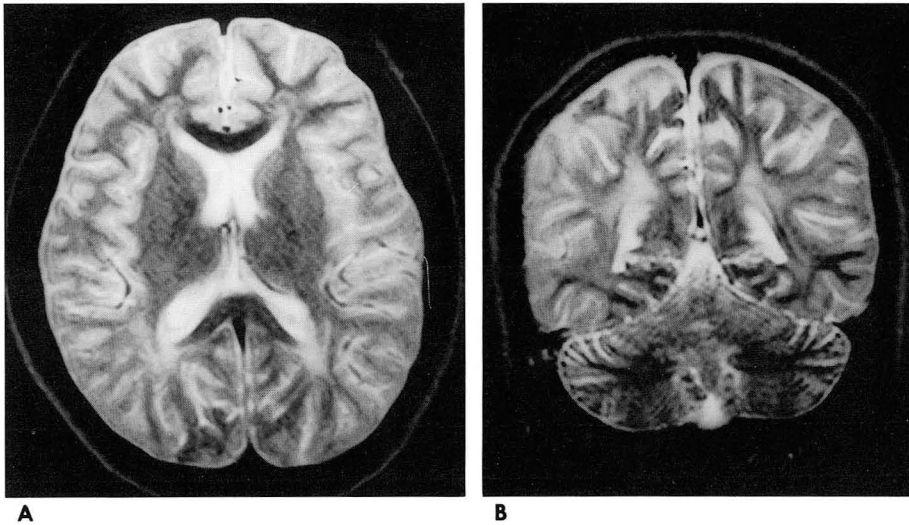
Classic PKU in a 15-years and 3 months-old-girl (case 7); T2-weighted spin echo(2500/100) axial (A) and coronal(B) MR images show moderately increased signal intensity in posterior periventricular white matter at both parietal lobes.
